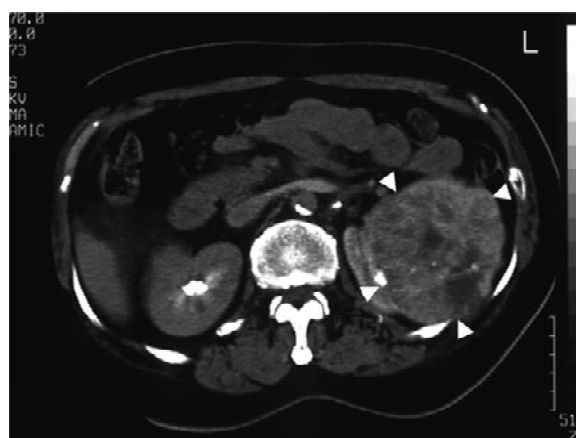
Abdominal CT shows a left renal tumor.
